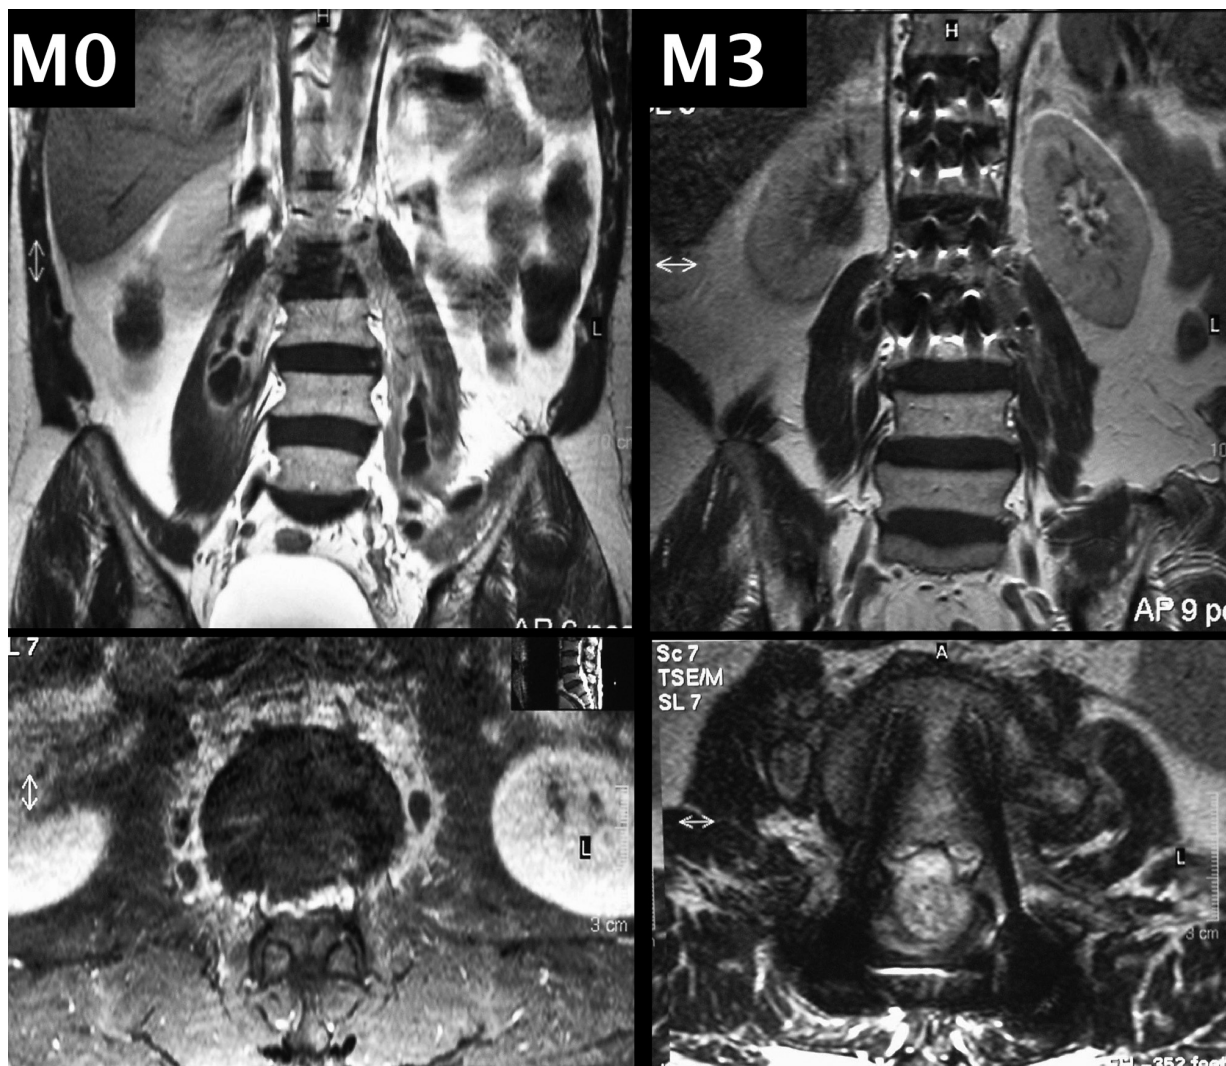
Tuberculose multifocale du rachis avec abcès volumineux des muscles psoas. IRM initiale à M0 et IRM de contrôle à M3 sous traitement et après chirurgie. Diminution de la taille des abcès.
